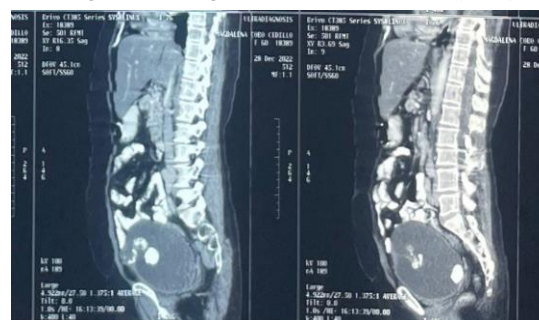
Tomografía (coronal)
